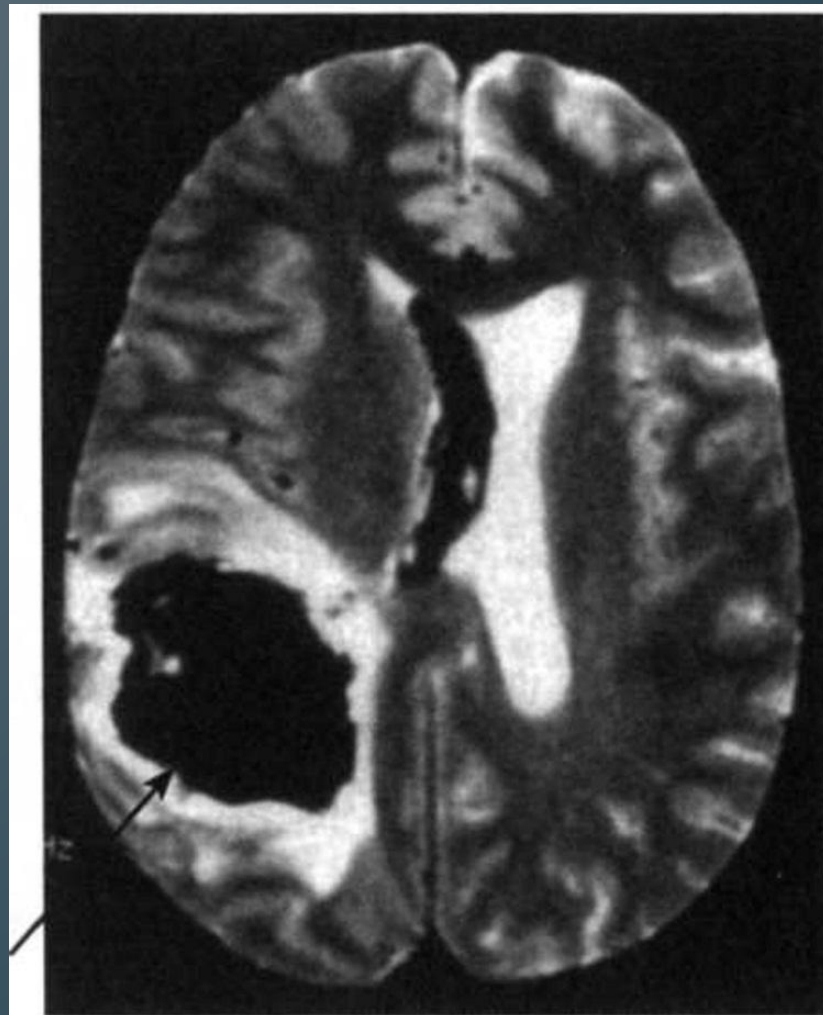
МРТ головного мозга (T2-взвешенное изображение) у пациента с большой подострой гематомой правого полушария, прорвавшейся в боковой желудочек
